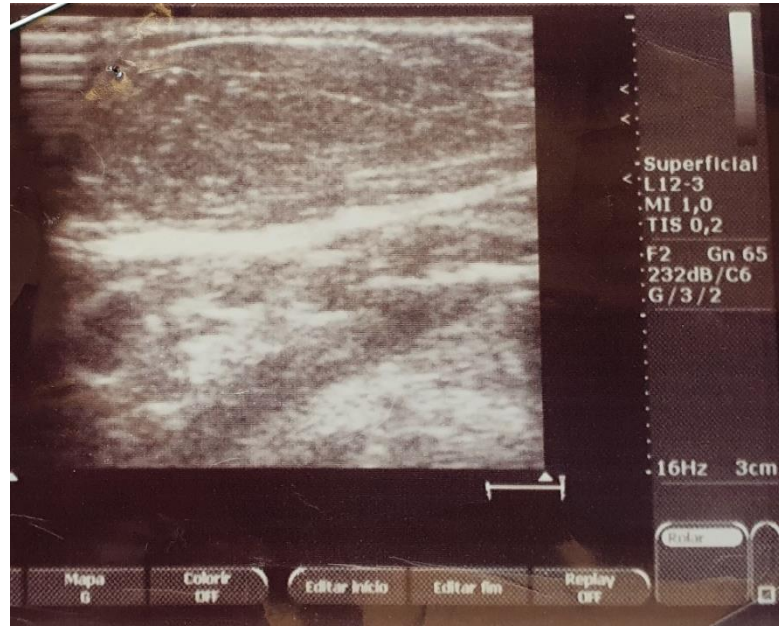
Ultrassonografia realizada em 2014
